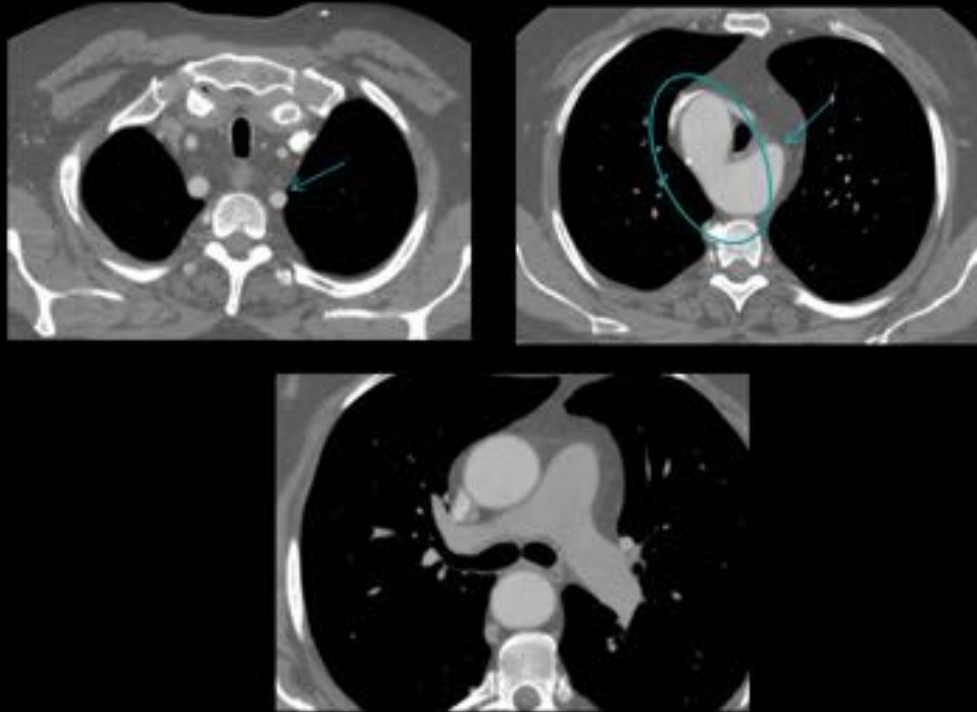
Angio-TC: Círculo: arco aórtico derecho / Flechas: arteria subclavia izquierda aberrante.
